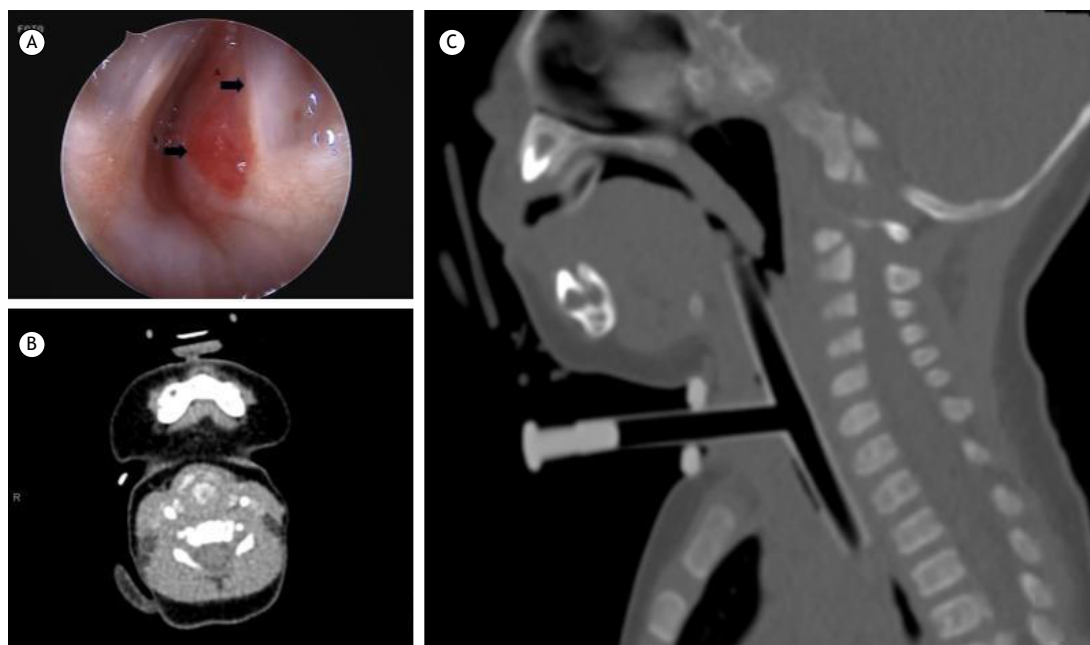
A. Imagem laringoscópica mostrando hemangioma subglótico direito (setas), com obstrução das vias aéreas. A (seta): Corda vocal direita; B (seta): Hemangioma subglótico obstruindo as vias aéreas superiores. B. TC axial com contraste mostrando hemangioma subglótico obstrutivo com intenso realce imediato característico após injeção IV de contraste. C. TC sagital mostrando colocação do tubo T de silicone, com a extremidade superior posicionada acima das pregas vocais.
